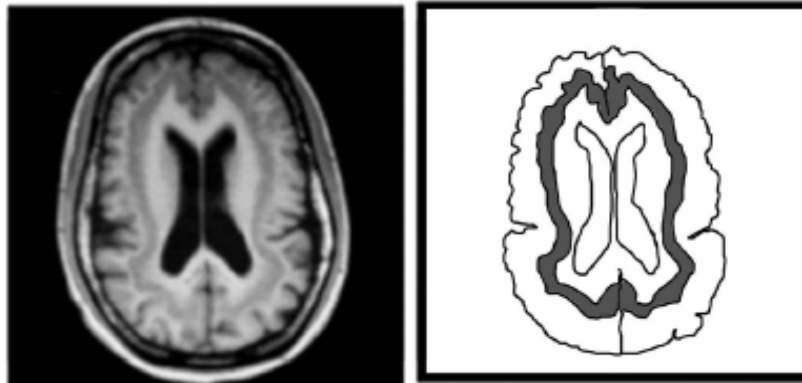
Heterotopia en banda subcortical. Imagen de resonancia magnética axial de un paciente con una mutación en *Dcx*. Se puede observar la gruesa banda de sustancia gris situada profundamente y paralela al delgado córtex exterior. Una fina banda de sustancia blanca separa el córtex exterior y la banda subcortical interior de neuronas heterotópicas.
